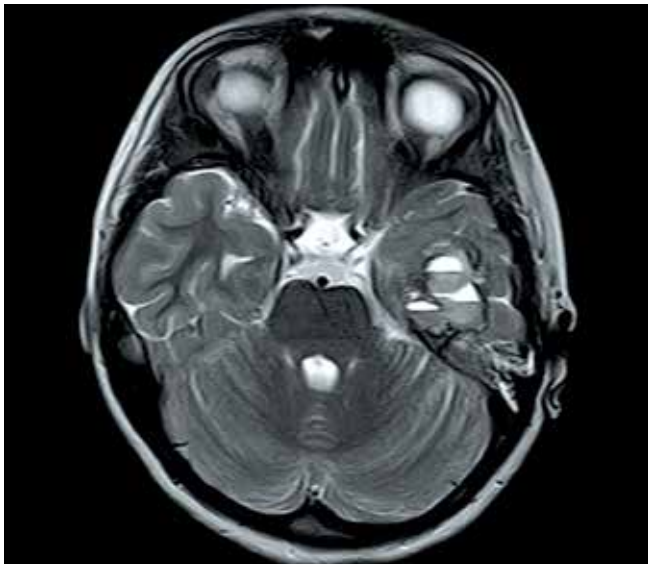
Магнитно-резонансная томография головного мозга пациентки В. до операции, T2-режим, аксиальная проекция. В области верхнего края верхушки пирамиды височной кости слева имеется негетерогенное инкапсулированное образование с уровнями раздела сред размерами $38 \times 31 \times 23$ мм. Образование расположено в медиобазальных отделах левой височной доли, деформирует ее
